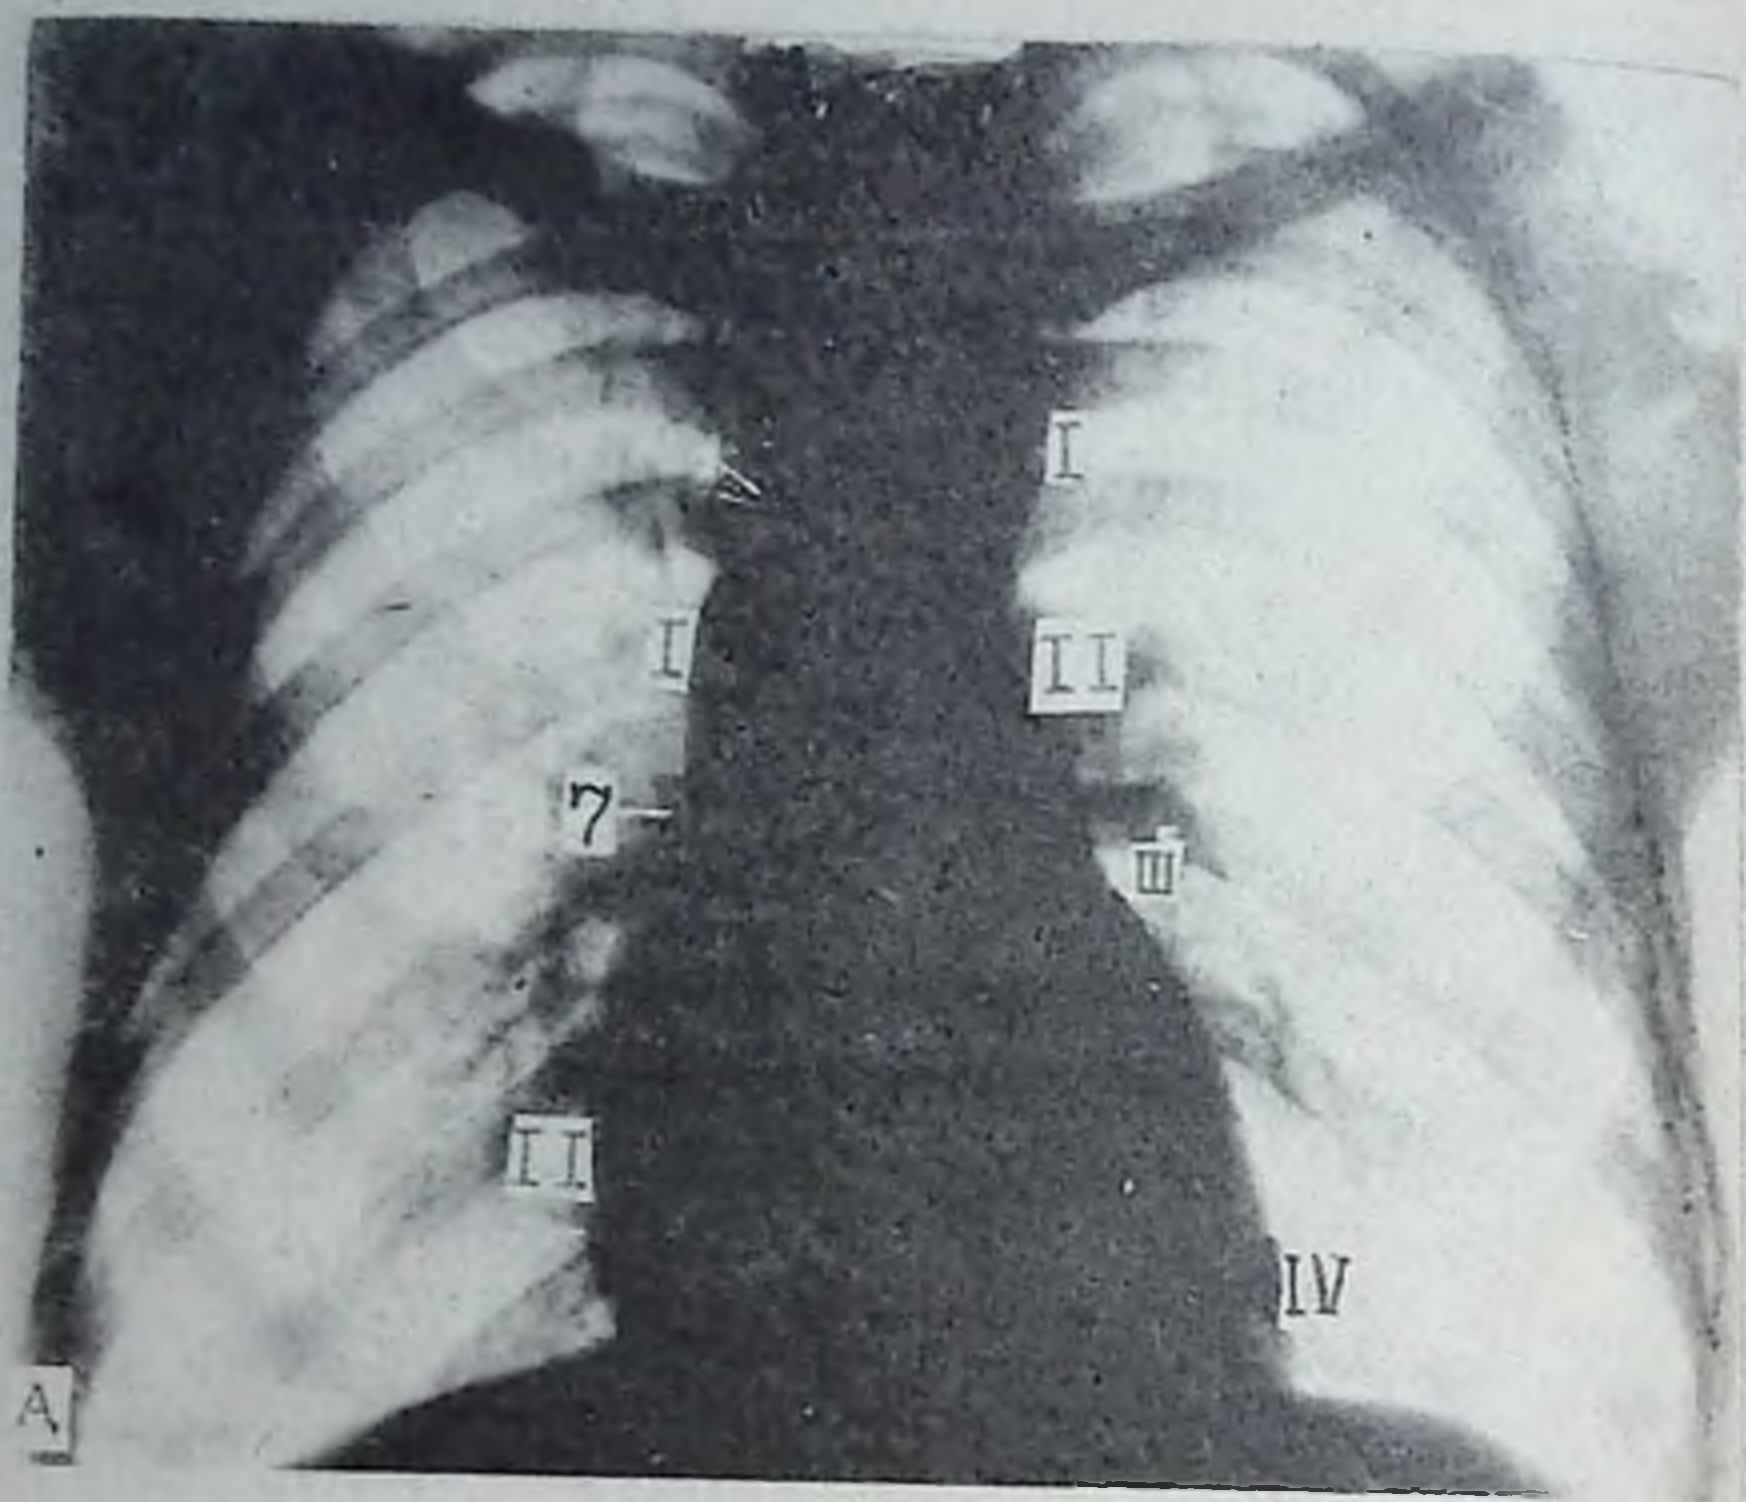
Рентгенограммы грудной клетки в прямой, правой передней косой, левой передней косой и левой боковой проекциях в норме (изучение дуг сердца). Легочные поля без патологических тенеобразований. А — прямая проекция. На правом контуре сердечно-сосудистой тени:
